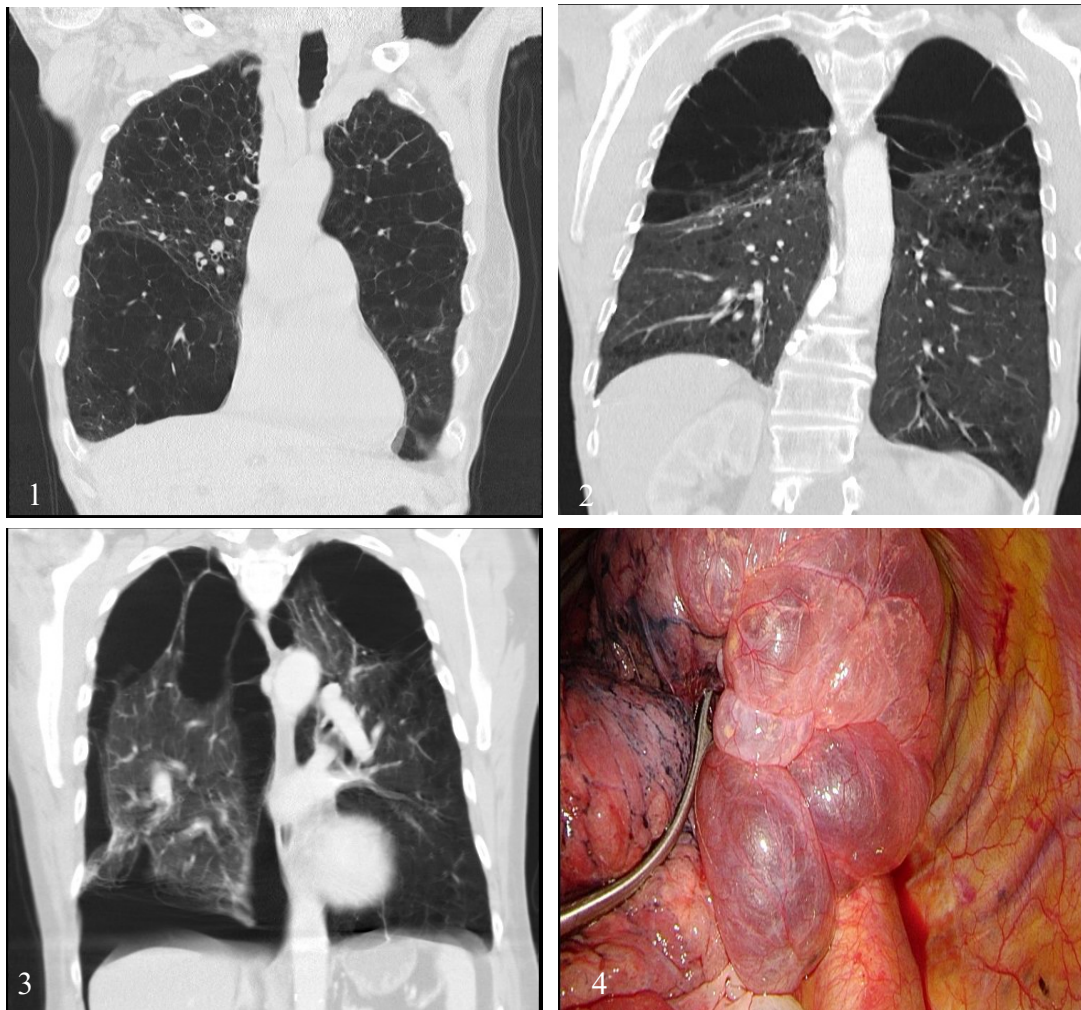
Bild 1: heterogenes Lungenemphysem im CT-Thorax, Bild 2: Bilateral oberlappen-dominierendes heterogenes Lungenemphysem im CT-Thorax, Bild 3: Heterogenes Lungenemphysem mit großen Emphyseembullae apikal und basal mit zentral erhaltenem Lungenparenchym im CT-Thorax, Bild 4: intraoperatives Bild der Emphyseembullae i. R. einer VATS
